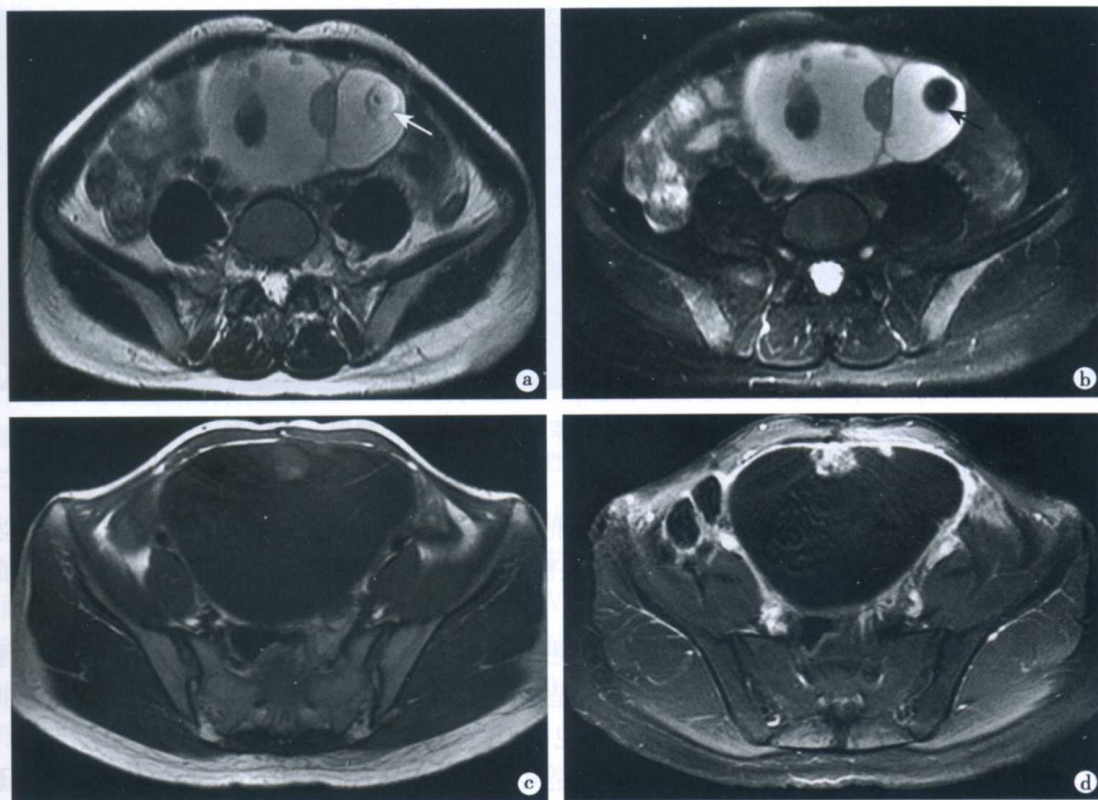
卵巢囊性畸胎瘤的 MRI 表现
